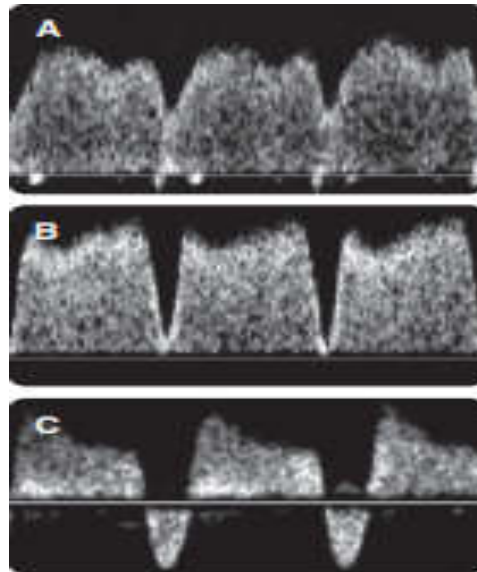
aspect de doppler de canal veineux
